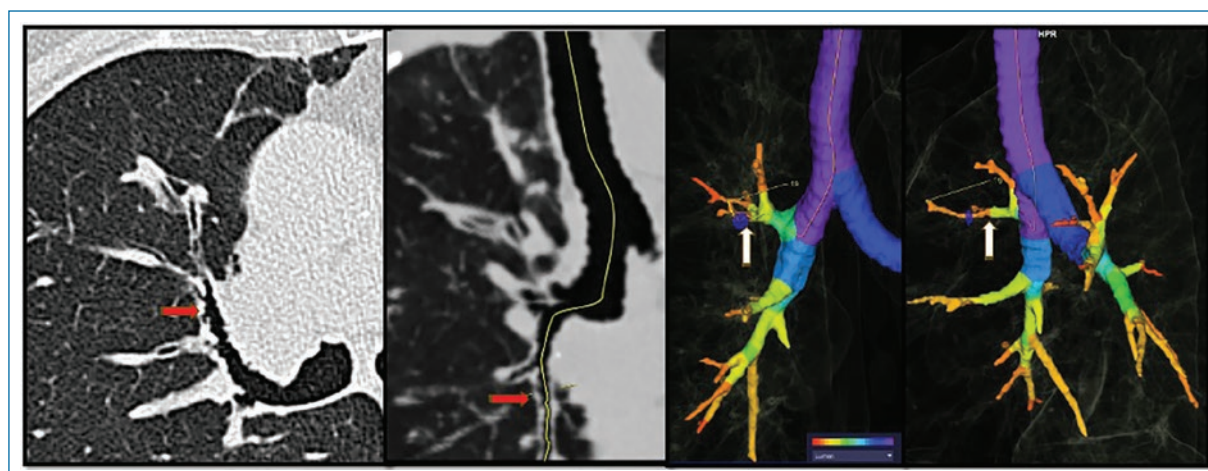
Antracofibrosis. Imagen de tomografía axial, reconstrucción longitudinal y tridimensional de la vía aérea segmentaria, observe (flechas) las zonas de estrechez luminal, asociada a engrosamiento parietal, irregularidad del margen interno.
